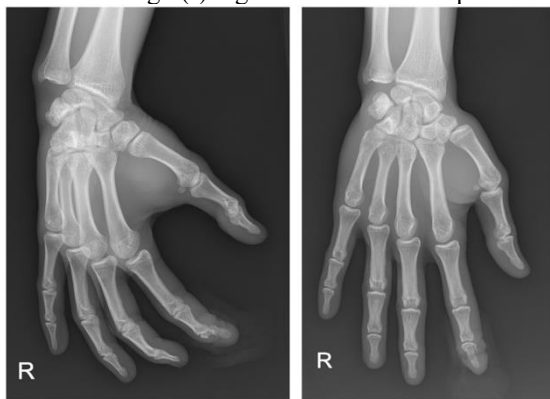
Both image shows Manus (AP and oblique) x-ray : soft tissue swelling with soft tissue defect on regio distal phalanx digiti II manus dextra, comminuted fractures on basis of os phalanx distal digiti II manus dextra, with bad apposition and alignment.
